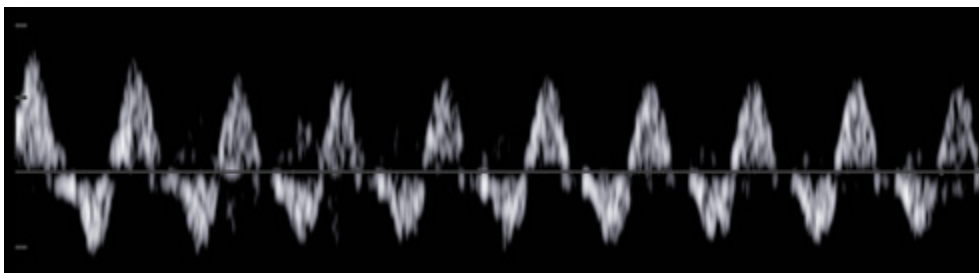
La forma de onda Doppler venosa pulmonar en un feto con hipoplasia del corazón izquierdo y foramen oval cerrado. La forma de onda de la velocidad de flujo muestra un patrón de ida y vuelta. S, velocidad sistólica, A, contracción atrial.
